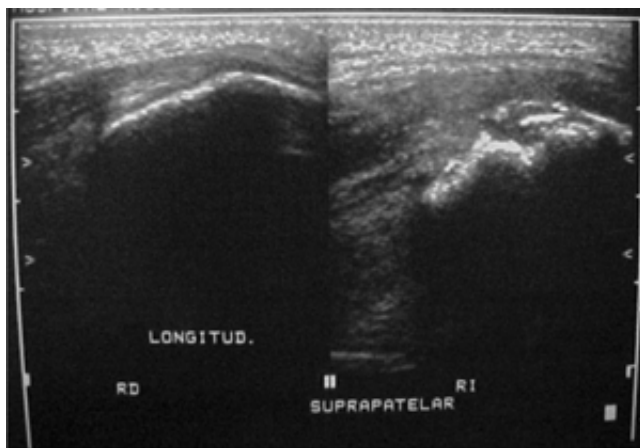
Ecografía de superficie cortical rotuliana: irregularidades corticales en rótula izquierda (RI), imagen longitudinal.
